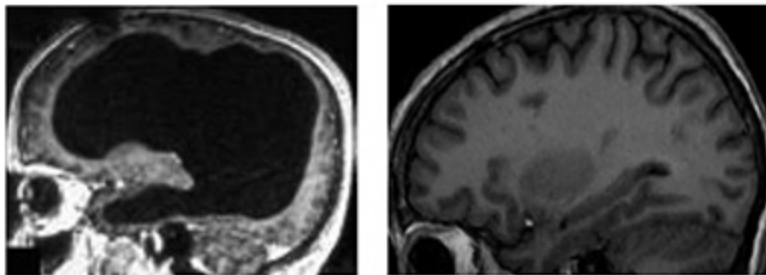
Le cliché IRM de « l'homme sans cerveau » (à gauche), à comparer à l'image d'un sujet « normal » (à droite), montre de vastes zones noires qui correspondent aux poches de liquide céphalo-rachidien. Ces dernières ont réduit le cerveau du sujet à une mince langue périphérique.
